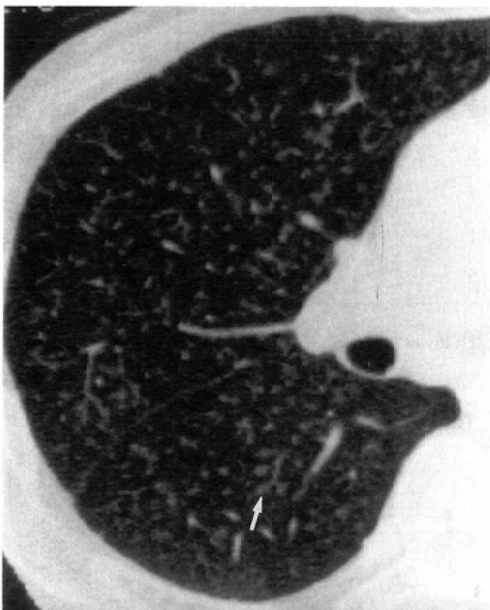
Studies in a 65-year-old coal miner (employed for about 36 years underground, smoker). HRCT demonstrates small branching structures (arrow). (abbreviation; SBS) SBS show centrilobular distribution.
